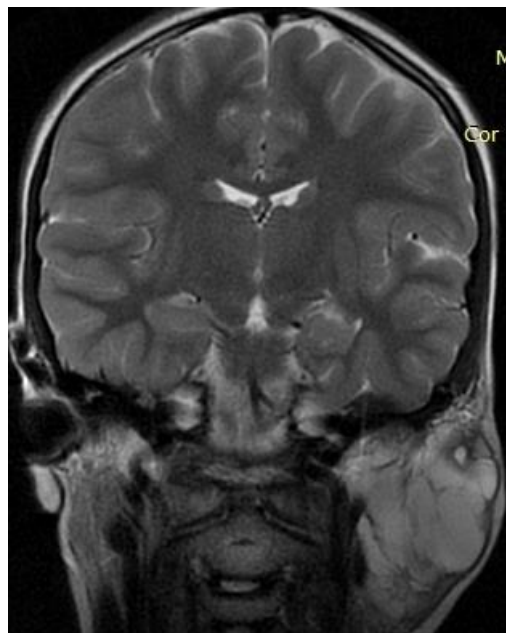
Т-2-взвешенное изображение МРТ в коронарной проекции.
